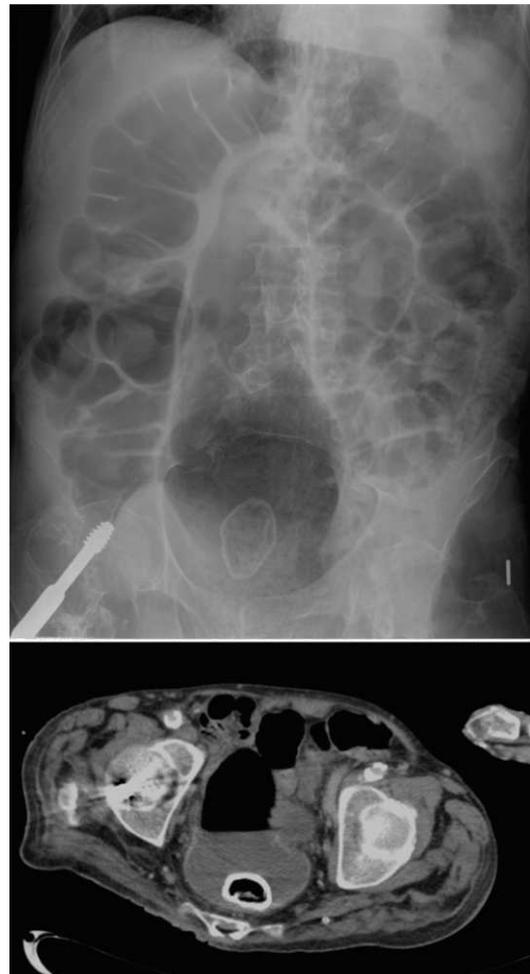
Radiología simple e imagen del TAC.
